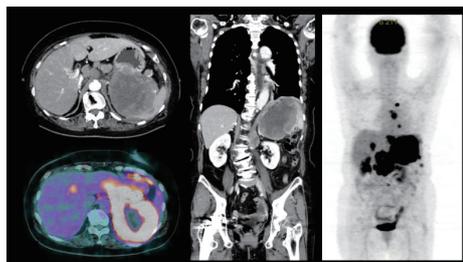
Computed tomography (CT) and Positron Emission Tomography (PET-CT) before chemotherapy
